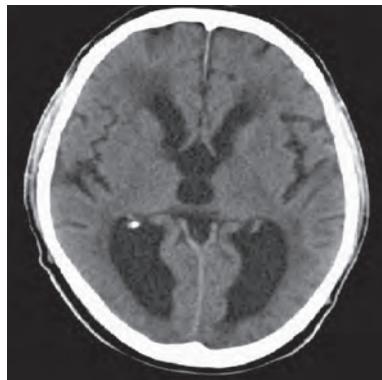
Компьютерная томограмма головного мозга. Прогрессирующая гидроцефалия с перивентрикулярным отеком
